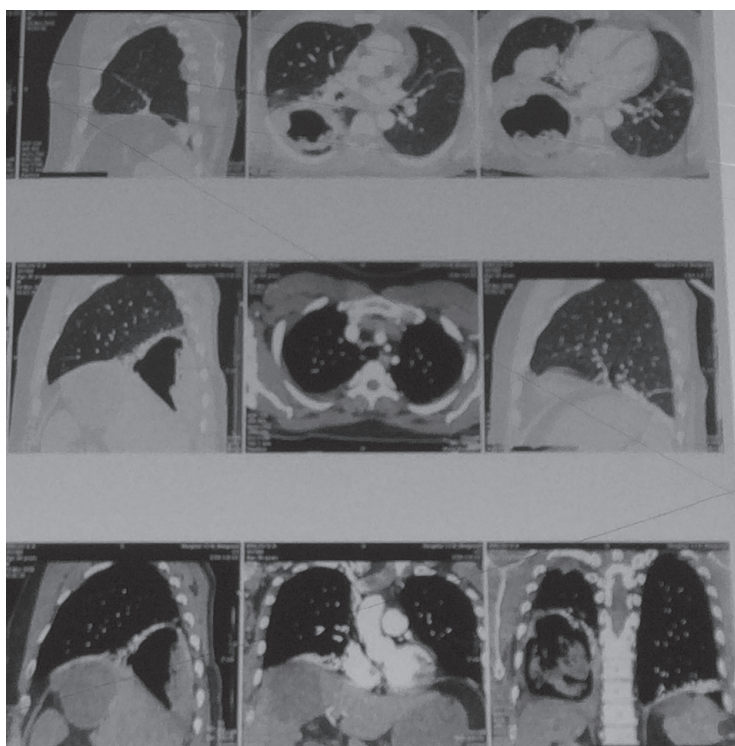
Рентгеновская компьютерная томограмма органов грудной клетки пациента К. (24.03.2016). Объемное полостное образование нижней доли правого лёгкого
